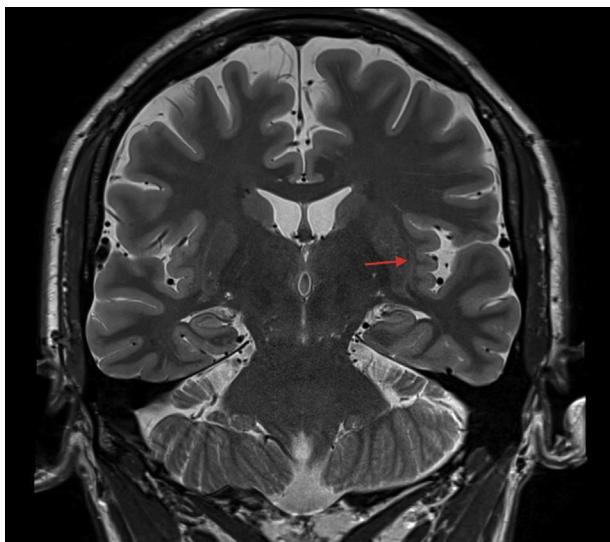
Resonancia magnética cerebral, secuencia T2, corte coronal: prominencia de la cisura silviana izquierda y polimicrogiria de la corteza insular izquierda.
